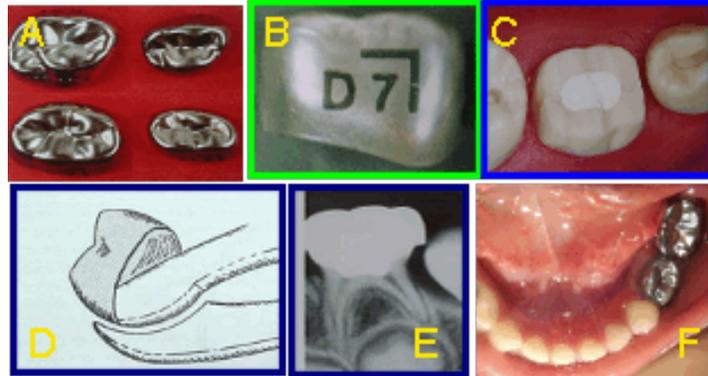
A) Coronas de acero cromo de molares de la primera dentición. B) Tamaño de la corona. C) Preparación del diente.³⁹ D) Adaptación de la corona. E) Radiografía para verificar el sellado.⁵³ F) Cementado de la corona. Fuente directa
